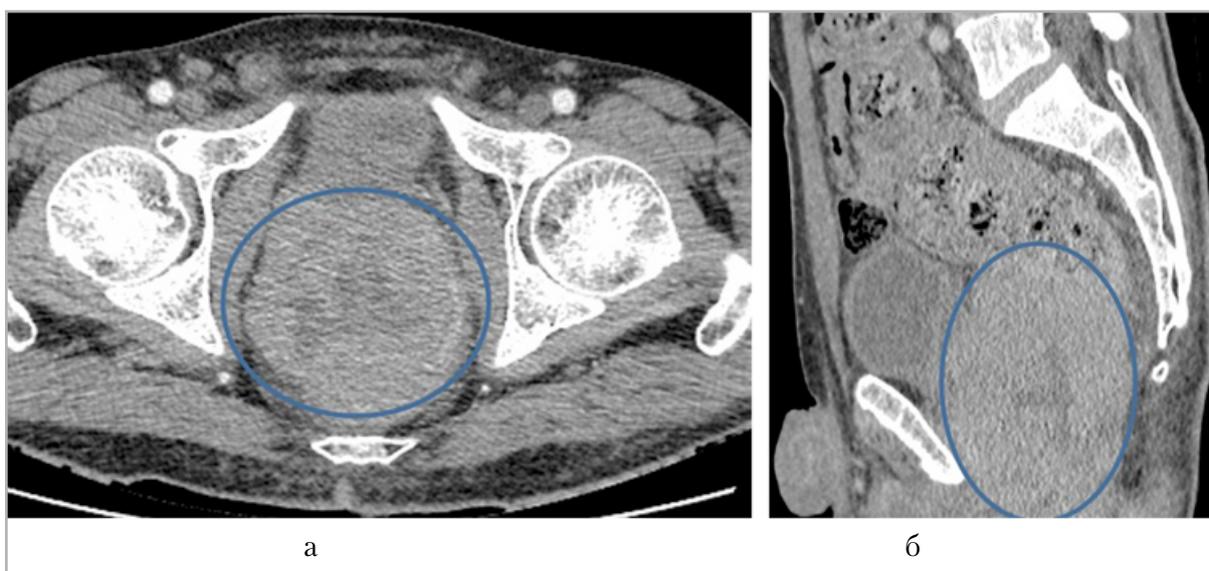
Компьютерные томограммы органов малого таза в аксиальной (а) и сагиттальной (б) проекциях. Образование, выполняющее весь просвет прямой кишки с невыраженным паттерном контрастирования
